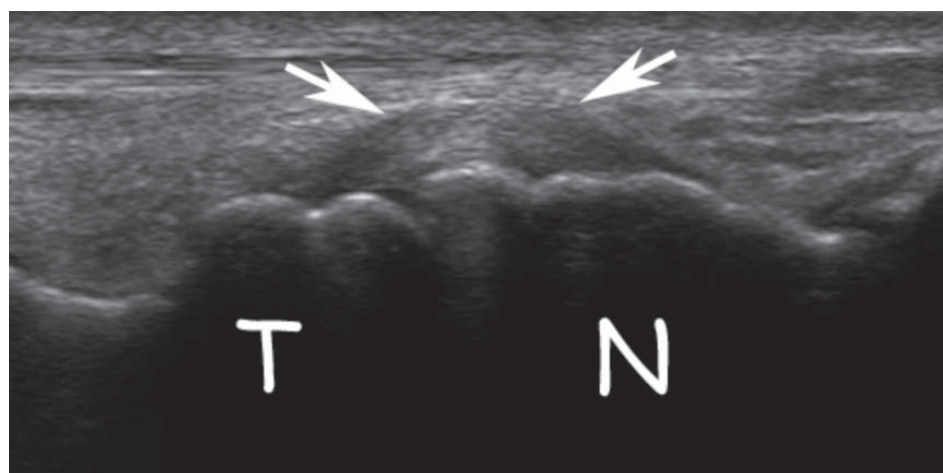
Ultrasound of a normal dorsal talonavicular ligament (arrows). T – talus, N – navicular bone
